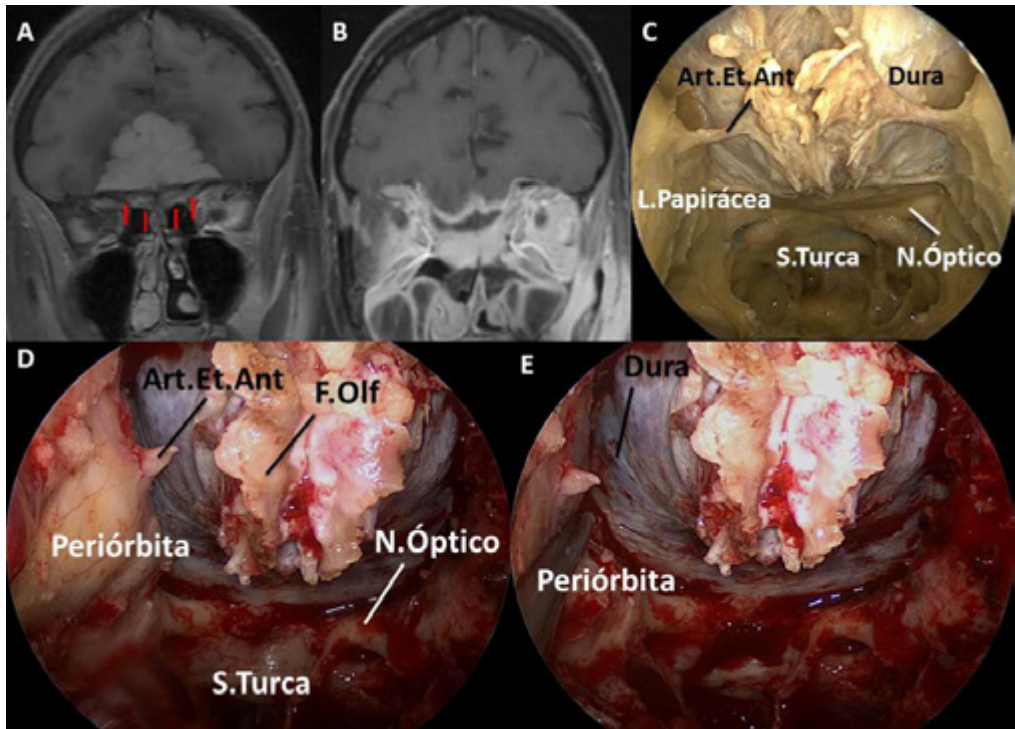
A) RM potenciada en T1 con contraste en plano coronal. Masa extra axial localizada sobre la base de cráneo anterior con realce homogéneo y efecto masa sobre ambos lóbulos frontales. Nótese la amplia base de implantación con extensión sobre ambos techos orbitarios. Las *flechas rojas* señalan la hiperostosis en la base craneal anterior. B) RM postoperatoria
